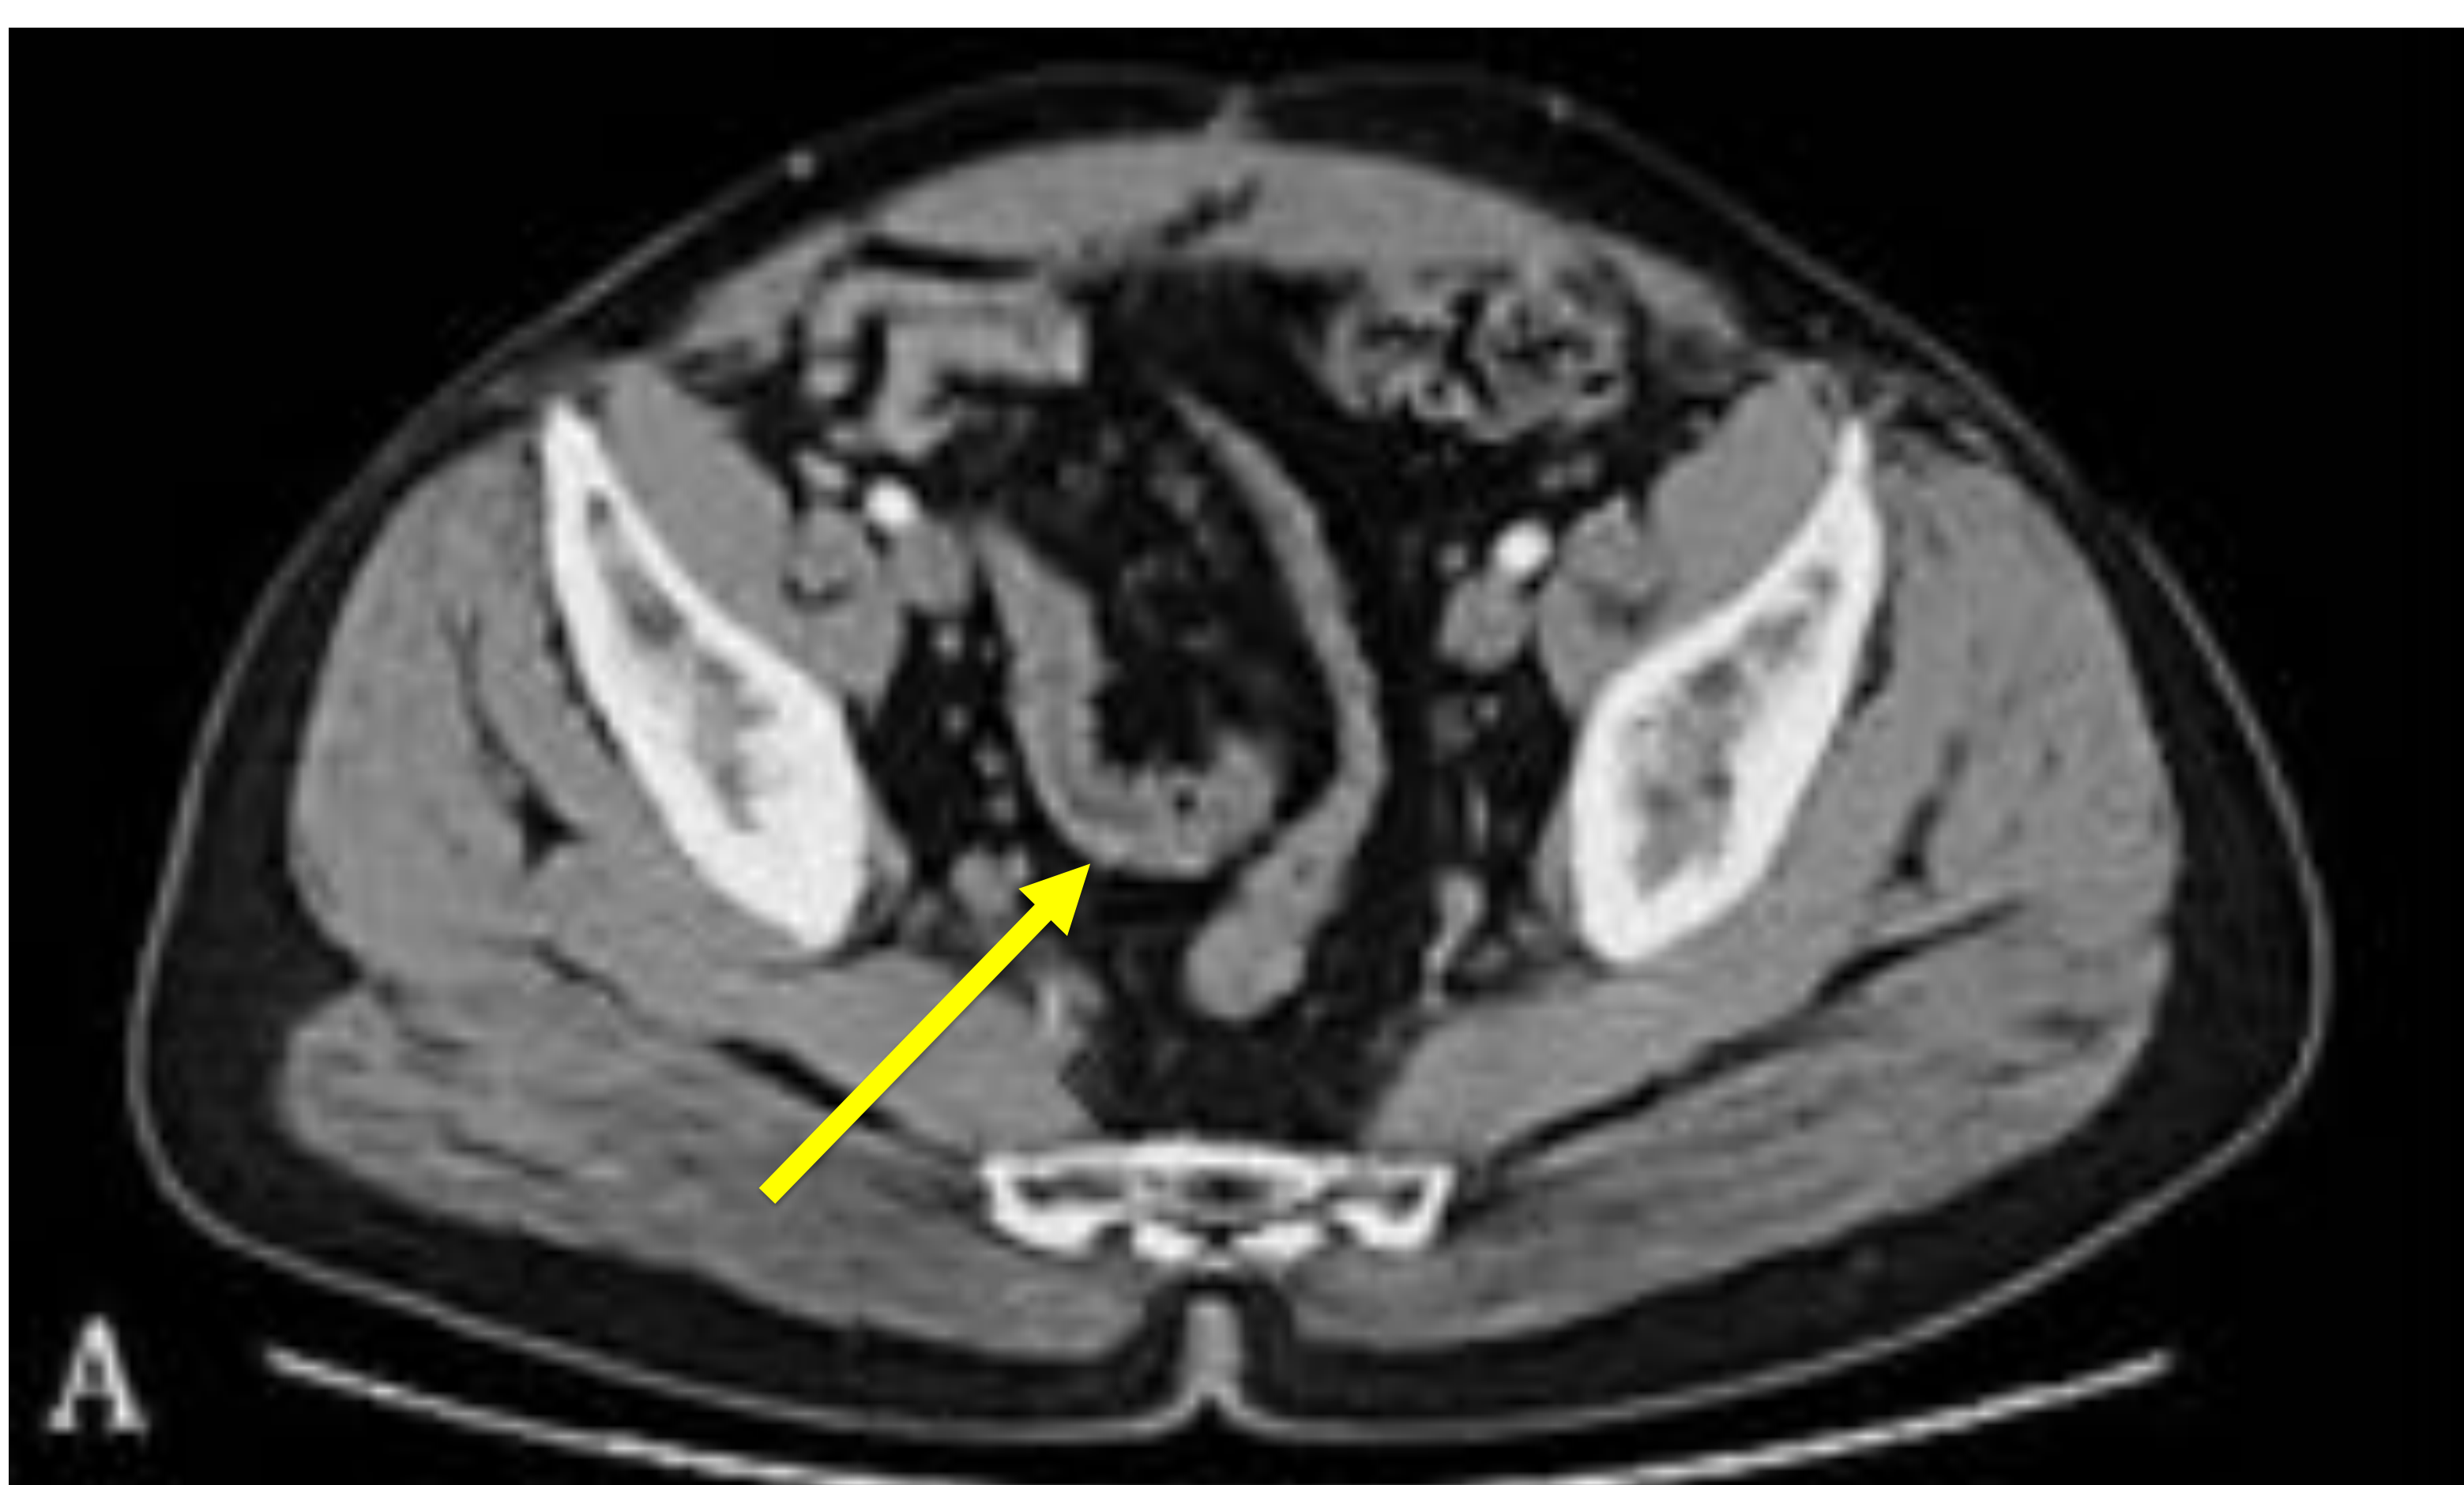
TC abdominopélvico con CIV, corte axial (figura A) y corte coronal por MPR (figura B). Engrosamiento mural difuso de la pared de la porción proximal del colon ascendente, ciego y de un segmento largo del íleon terminal (flecha amarilla), sin una clara afectación de la densidad de la grasa adyacente; se asocia a adenopatías ileocólicas inespecíficas, probablemente reactivas. Hallazgos inespecíficos radiológicamente, sugestivos de una ileocolitis inflamatoria/infecciosa.
